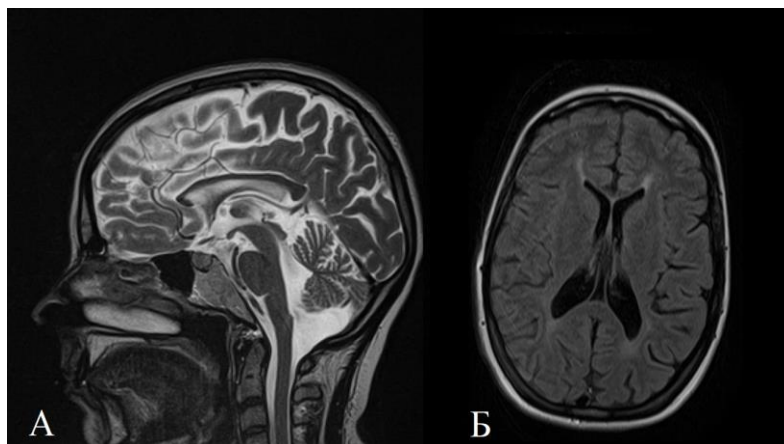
МРТ головного мозга пациентки *КМЛ (SPG11)*. А (сагиттальный срез, T2-ВИ): определяется истончение мозолистого тела и признаки атрофии червя мозжечка; Б (аксиальный срез, T2-FLAIR): симметричное повышение МР-сигнала у передних рогов боковых желудочков (симптом «уши рыси»).
